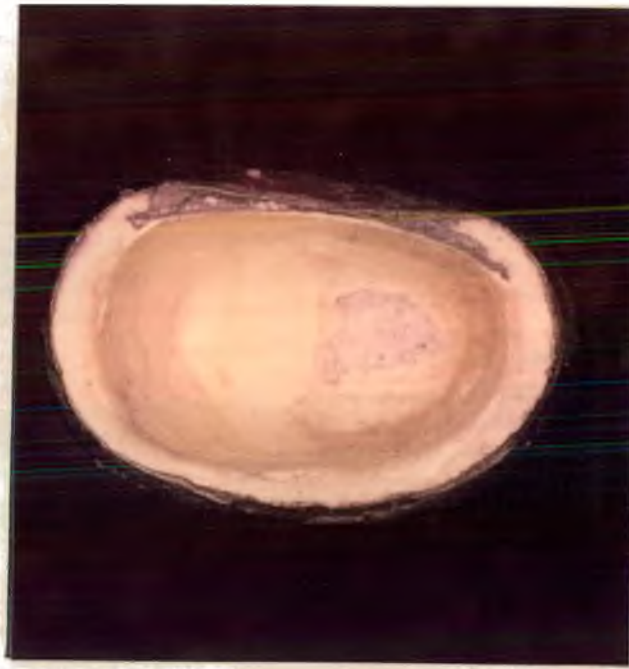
ASPECTO DA RUPTURA NA REGIÃO DA
